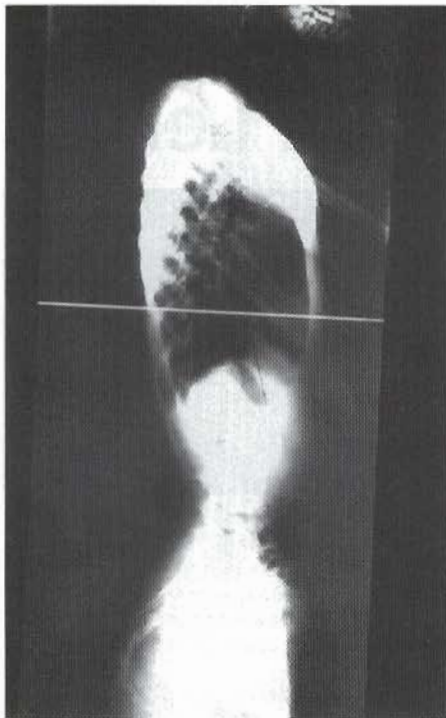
Laterale Röntgenaufnahme der Wirbelsäule eines Mädchens vor Beginn der Orthesen-Behandlung.
